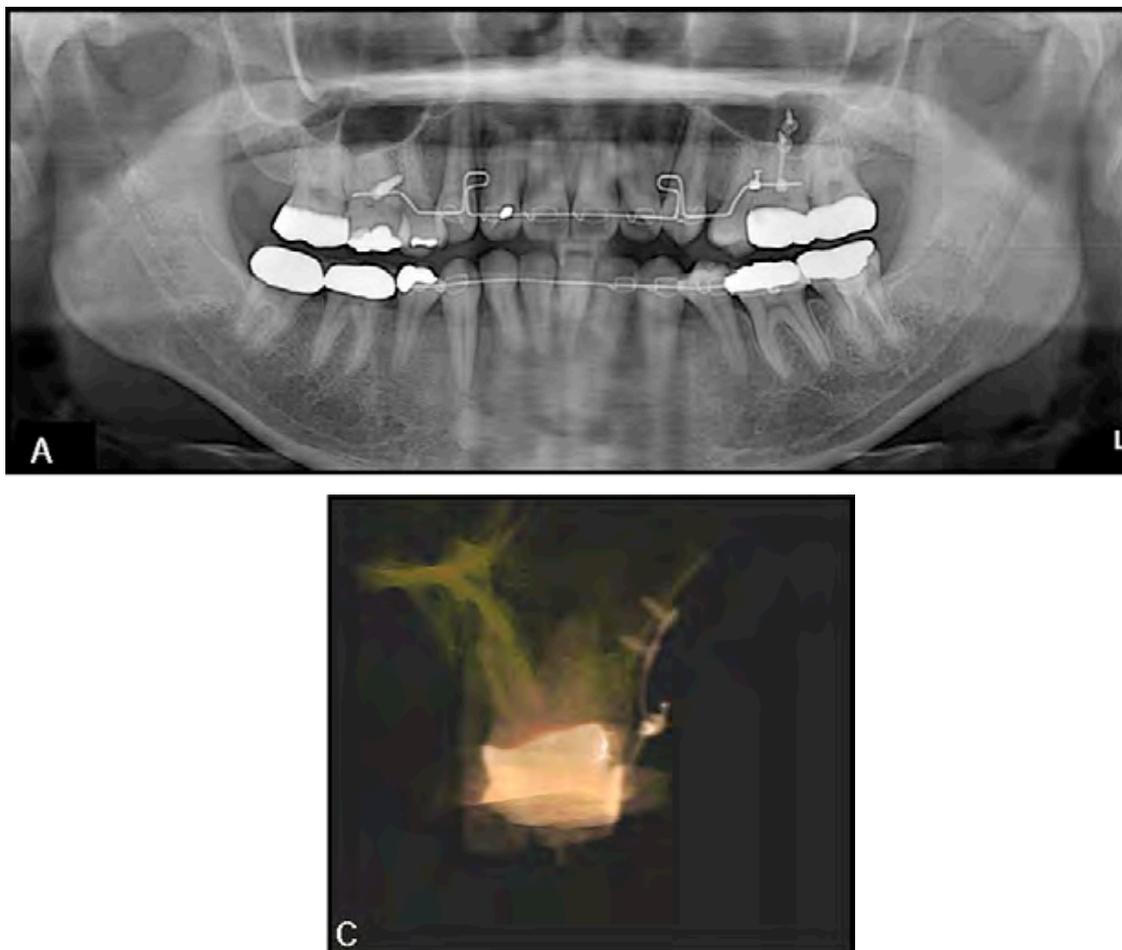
Radiographie panoramique (A) et cone-beam frontal (C) d'une patiente présentant un sinus maxillaire très volumineux (KIM, 2009)
